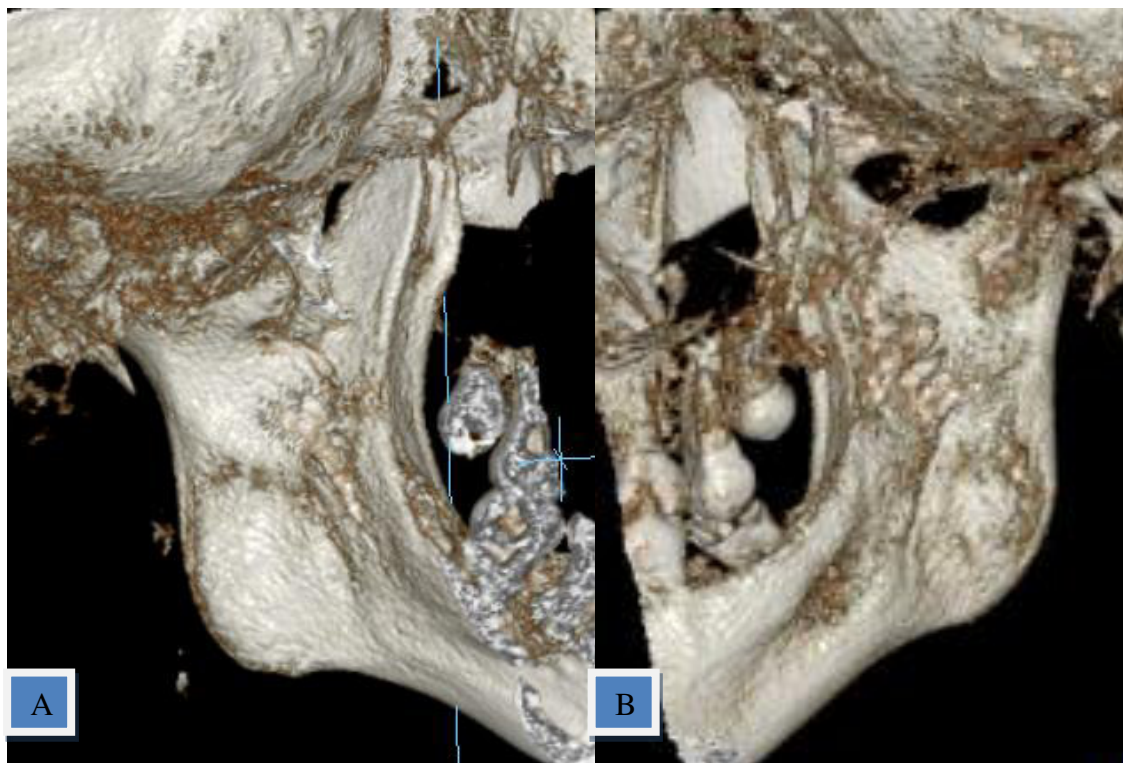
Imagenología. Reconstrucción 3D tomográfica Cone Beam. A: cara interna rama mandibular izquierda con proceso coronoideo y cóndilo. B: cara interna rama mandibular derecha con proceso coronoideo y cóndilo
